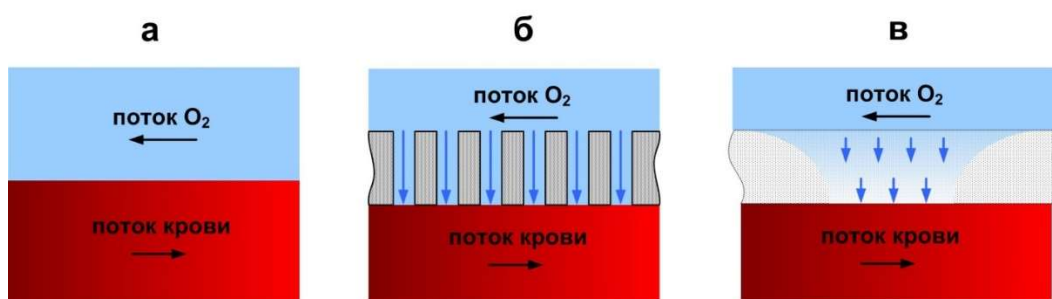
Контакт крови с газом в пузырьковом оксигенаторе (а) и мембранных оксигенаторах на основе пористых (б) и диффузионных мембран (в)[4].
